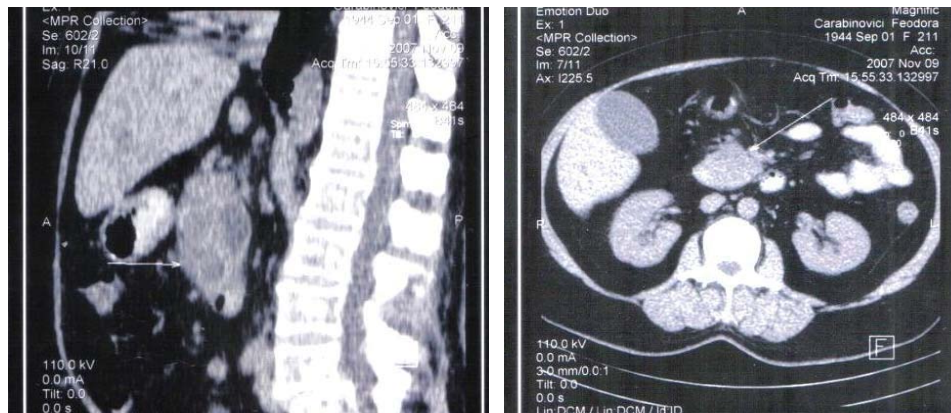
Tomografia computerizată în diagnosticul litiazei colicisto-coledociene
